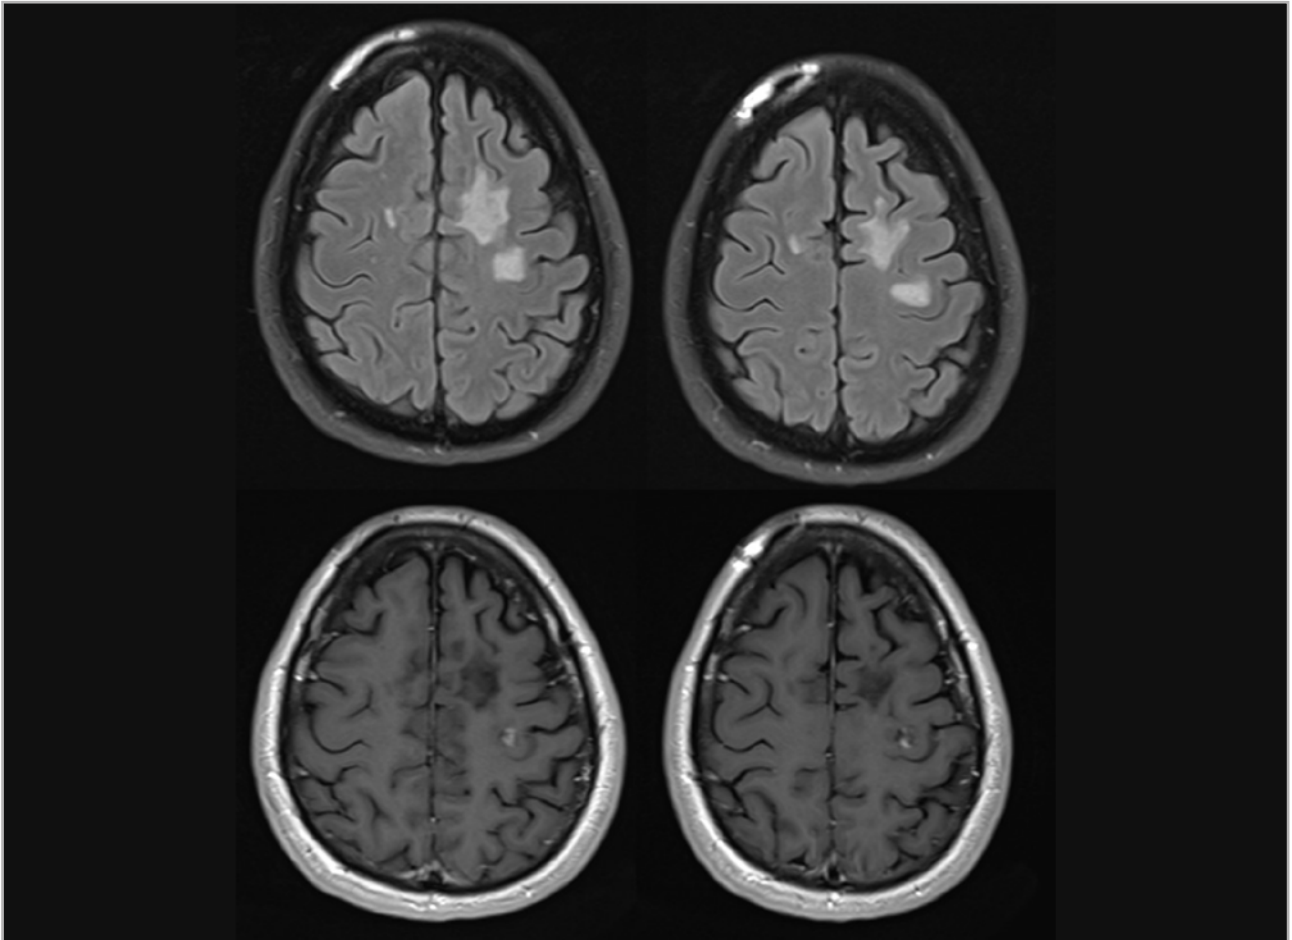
Se observan varias lesiones hiperintensas de gran tamaño en la secuencia FLAIR (imágenes de la línea superior) a nivel frontal bilateral y parietal derecho, que no ejercen efecto de masa, así como lesiones de pequeño tamaño periventriculares en cuerpo calloso y cerca de las astas posteriores de los ventrículos laterales. Las lesiones frontales captan contraste gadolinio en la secuencia T1 (imágenes de la línea inferior).
